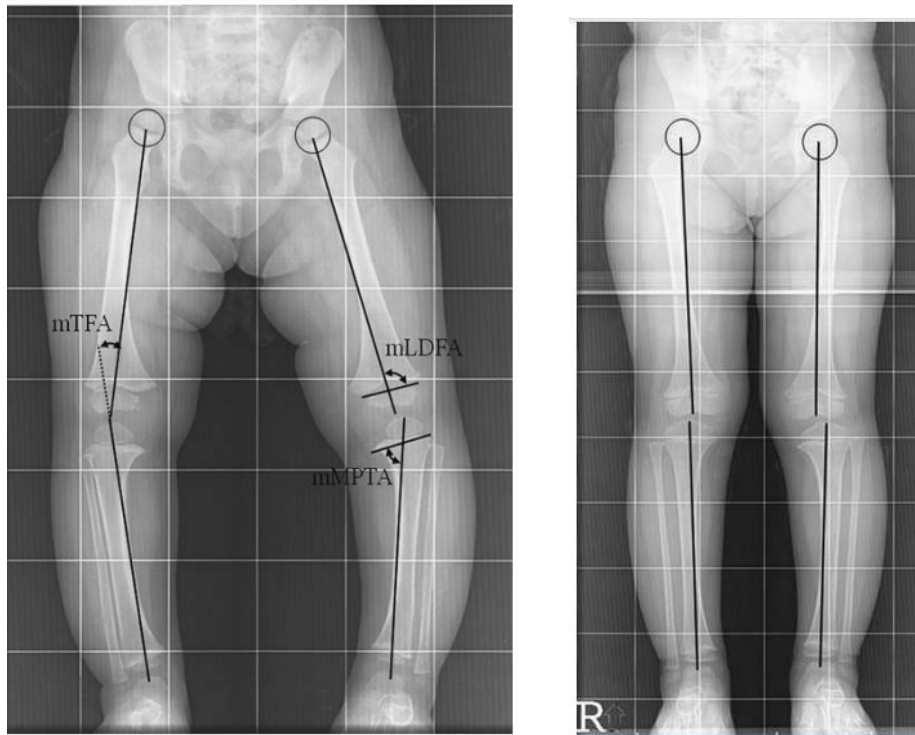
Radiographie d'une fille âgée de 10 ans atteinte de la maladie de Blount
